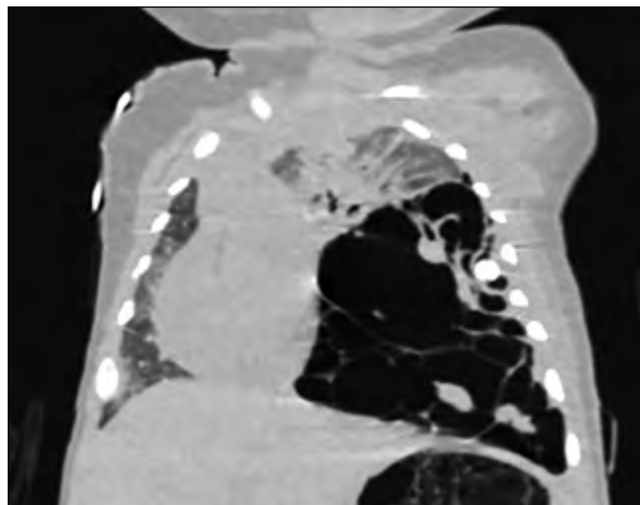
Компьютерная томограмма грудной клетки пациента до хирургического лечения: лобарная эмфизема нижней доли левого легкого, компрессионный ателектаз верхней доли левого легкого, смещение средостения.
